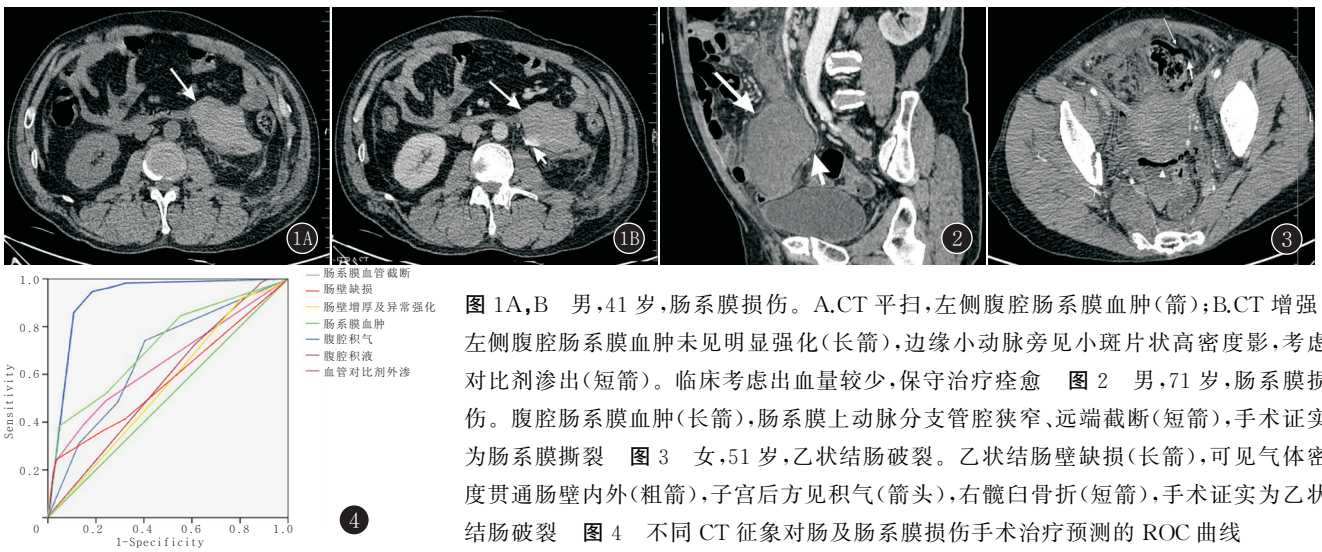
B 男,41 岁,肠系膜损伤。A.CT 平扫,左侧腹腔肠系膜血肿(箭);B.CT 增强,左侧腹腔肠系膜血肿未见明显强化(长箭),边缘小动脉旁见小斑片状高密度影,考虑对比剂渗出(短箭)。临床考虑出血量较少,保守治疗痊愈 图 2 男,71 岁,肠系膜损伤。腹腔肠系膜血肿(长箭),肠系膜上动脉分支管腔狭窄、远端截断(短箭),手术证实为肠系膜撕裂 图 3 女,51 岁,乙状结肠破裂。乙状结肠壁缺损(长箭),可见气体密度贯通肠壁内外(粗箭),子宫后方见积气(箭头),右髋臼骨折(短箭),手术证实为乙状结肠破裂 图 4 不同 CT 征象对肠及肠系膜损伤手术治疗的 ROC 曲线
